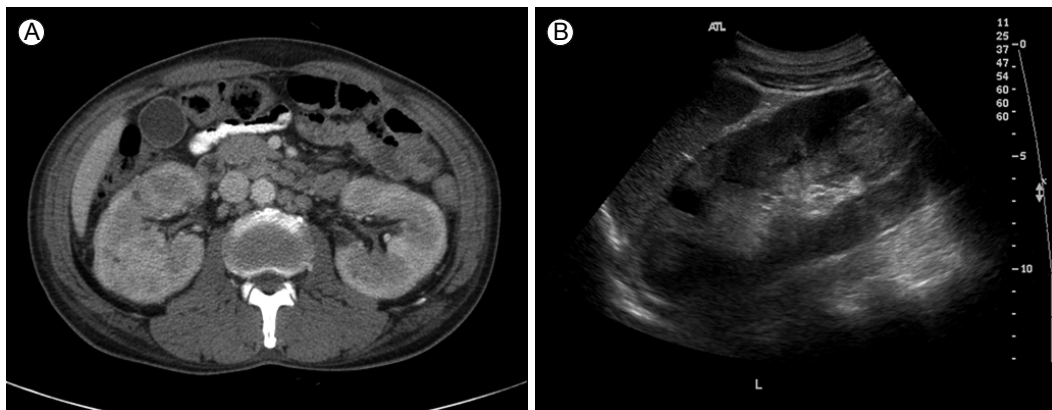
Abdominal computed tomography and ultrasonography reveal infiltrative disease of both kidneys and multiple lymphadenopathies.
